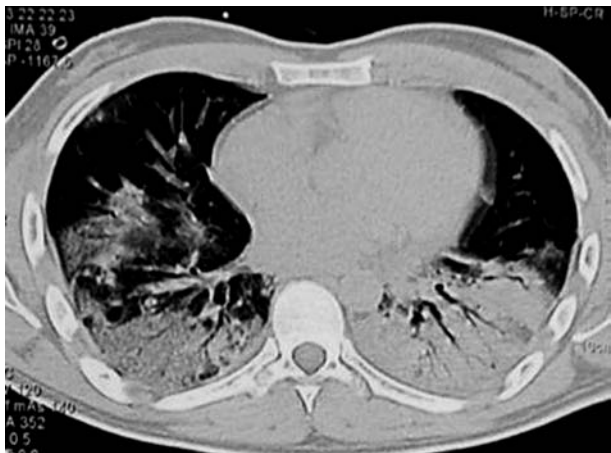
Tomografía computarizada: infiltrado intersticial bilateral con condensación y broncograma aéreo, compatible con fibrosis pulmonar.
